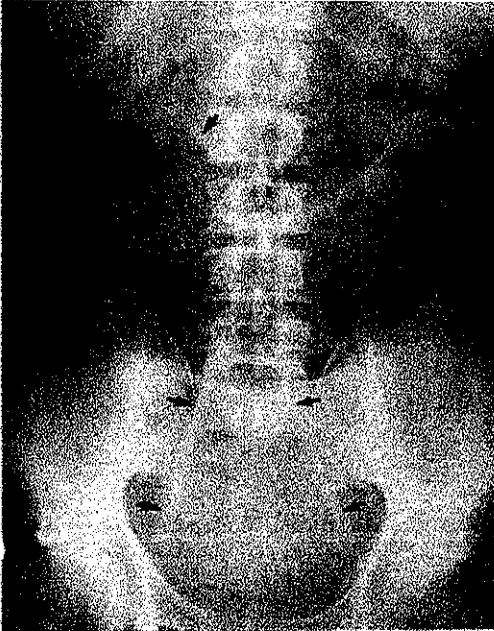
Radiografía abdominal en supino, la cual muestra los ligamentos umbilicales laterales (flechas inferiores), los cuales son divergentes del ombligo, su presencia implica la presencia de neumoperitoneo. El gas libre intraperitoneal, también hace visible el ligamento falciforme (flecha superior).
